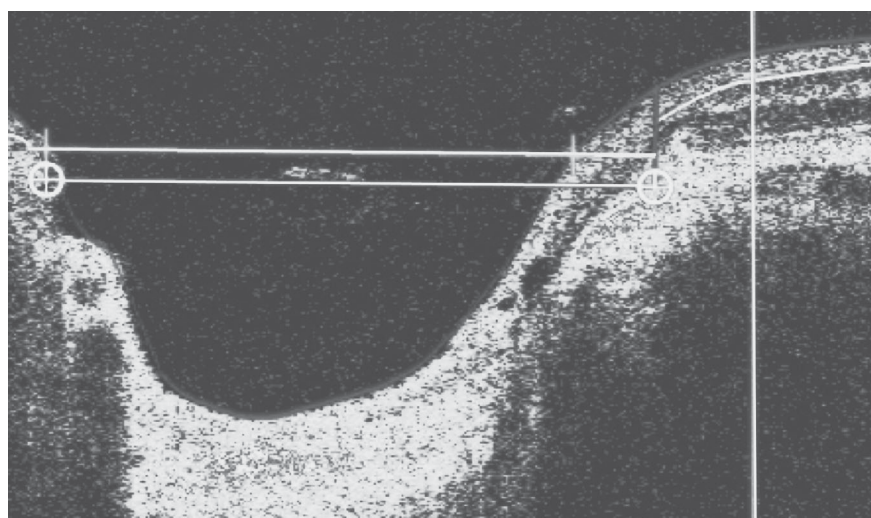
Томограмма ДЗН у пациента с ПЭГ III стадии. Скан представлен в режиме натурального изображения (natural scale). Площадь ДЗН — 1,72 мм², площадь экскавации — 1,33 мм², соотношение экскавация/ДЗН — 0,72, площадь НРП — 0,39 мм²
